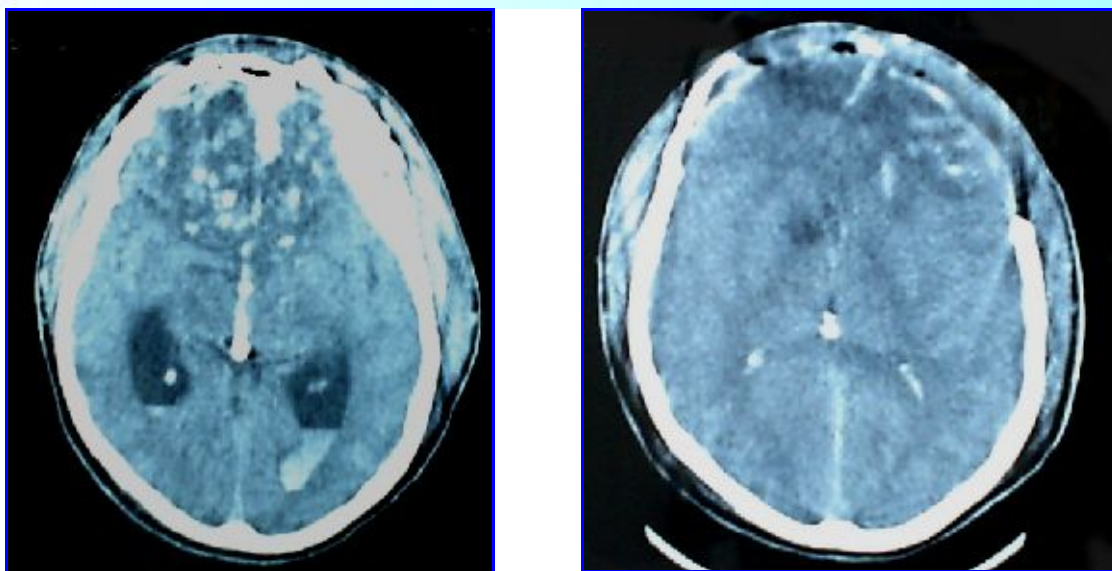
TAC de cráneo. Traumatismo grave con imágenes de contusión y hemorragia en ambos lóbulos frontales. Craniectomía descompresiva frontal ampliada.
